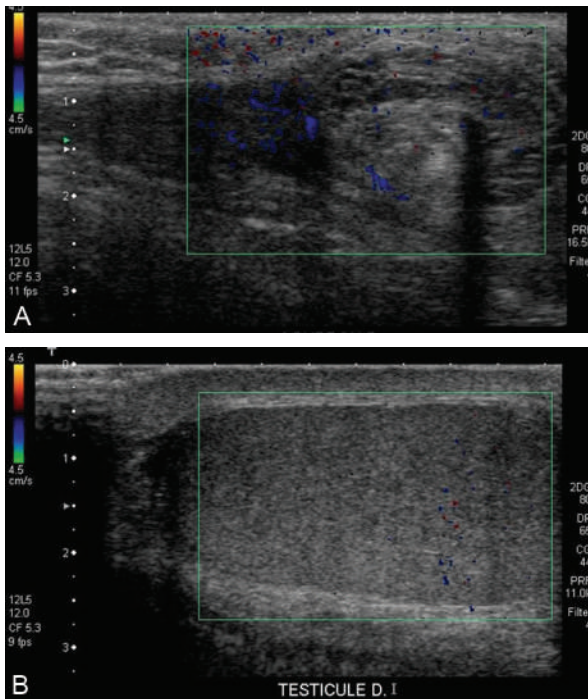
Échographie avant et après détorsion testiculaire.
